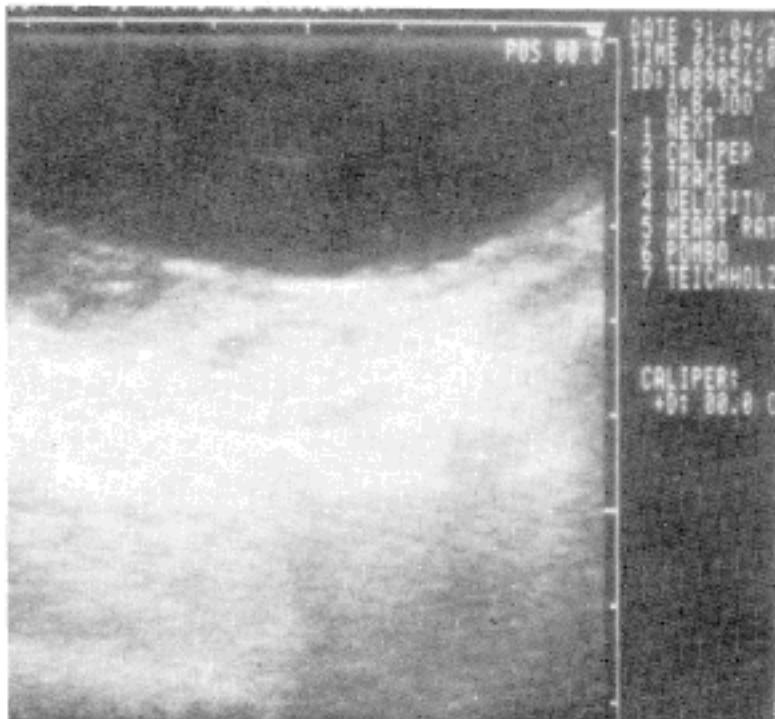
경직장 초음파 검사 소견: 종양은 항문관내에 치상선으로부터 상방 3 cm 상방 3 cm까지 침범되어 있으며 항문관 주위 임파절의 증대를 보인다.
